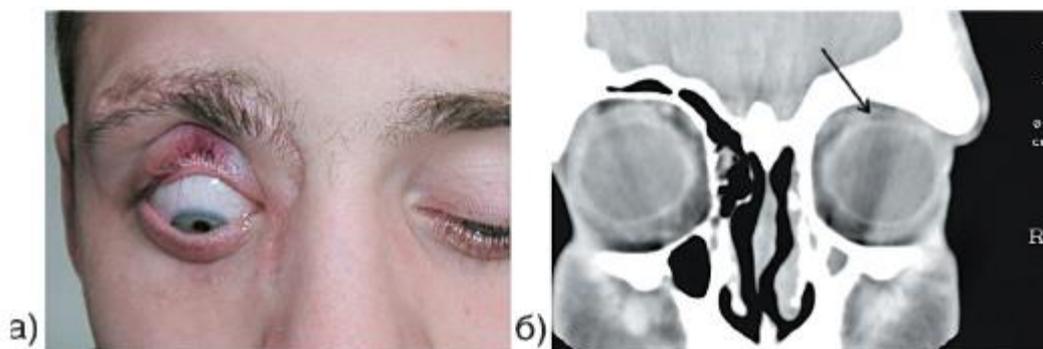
С помощью фронтальной КТ можно достаточно полно оценить повреждение леватора и перспективы его восстановления: а) деформация века в результате вмешательства на лобной пазухе; б) на КТ выше зоны рубцовых изменений виден неповрежденный апоневроз леватора.
